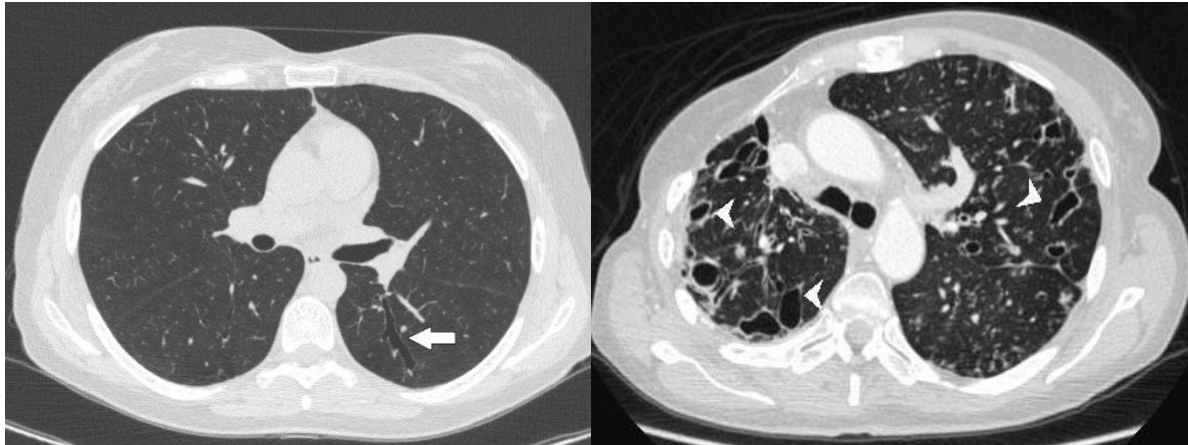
&2: Tomografias de tórax em janela de pulmão. Em 112.1, observa-se bronquiectasia cilíndrica (seta) e em 112.2, várias bronquiectasias císticas (cabeças de seta).
